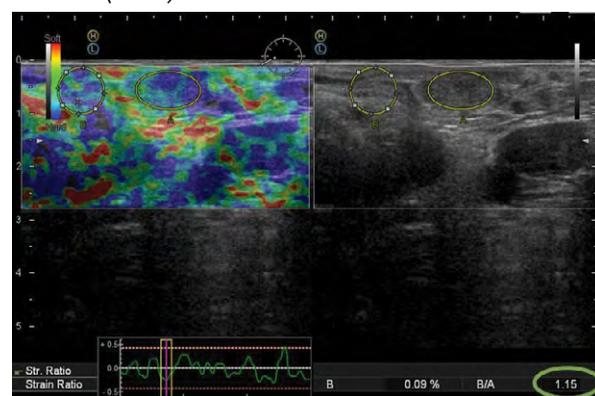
Echogram of adenoma (pT0). A – ERUS with strain elastography. A gray-scale image is presented on the right side of the ultrasonogram, on the left side an elastogram with a color chart, compression graph and deformation scale are displayed. The figures highlight the zones of interest (A) and comparisons (B). In the lower right corner is the stiffness coefficient.
